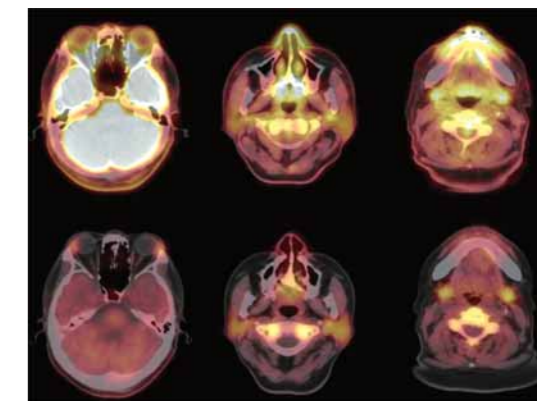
頭頸部の FDG と <sup>11</sup>C-メチオニン PET/CT 画像
